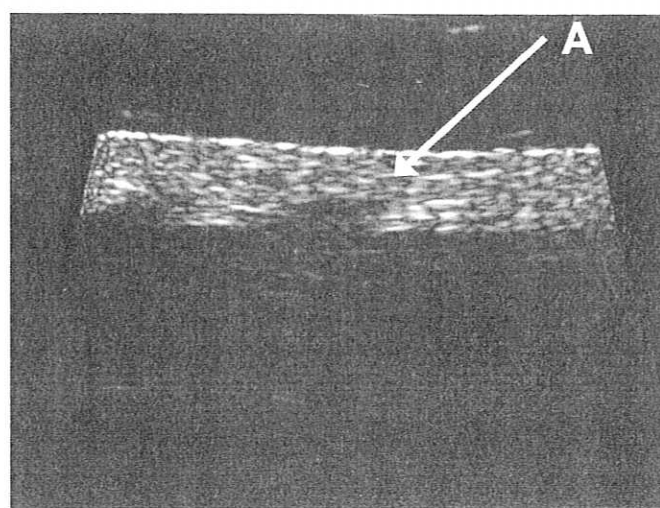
Obraz ultrasonograficzny skóry zdrowej
